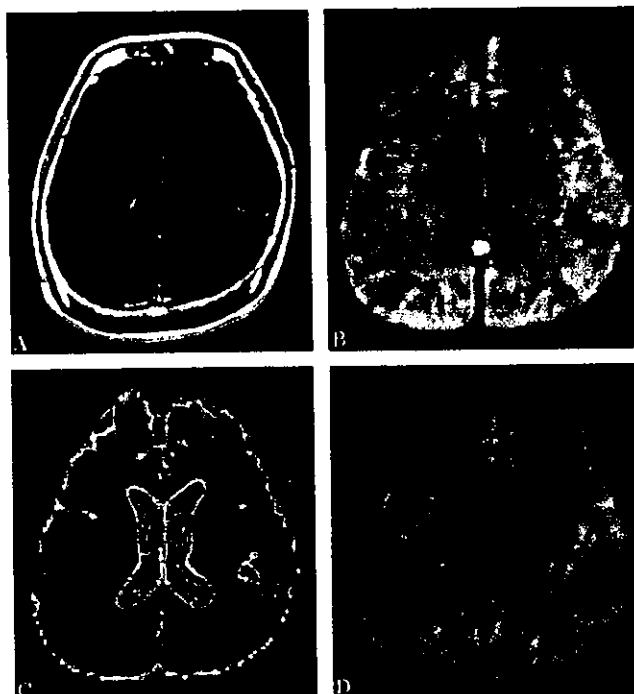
Case 7. MRI on day 5, showing an ovoid lesion in the mid-splenium of the corpus callosum on diffusion-weighted imaging (B) and apparent diffusion coefficient (ADC) map (C) with decreased ADC value and no enhancement on gadolinium-enhanced T1-weighted imaging (A). Follow-up study on day 20 showed no lesion on any sequence (D).
